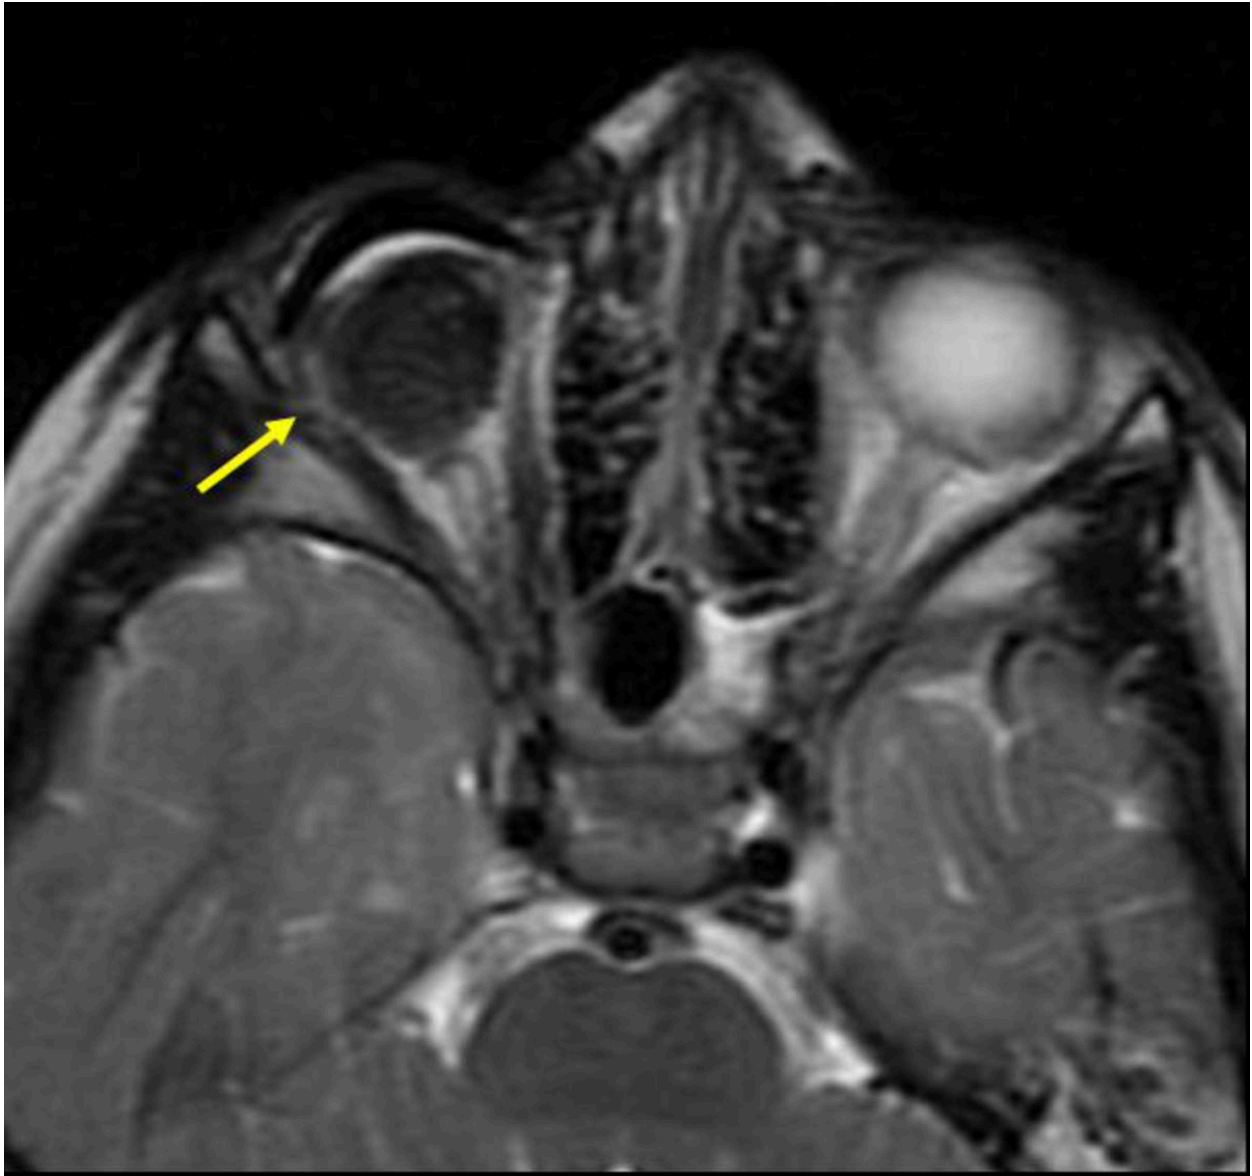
Imagen RM axial T2: estudio de seguimiento, con valoración de prótesis ocular derecha. Nótese la atrofia del nervio óptico ipsilateral.
